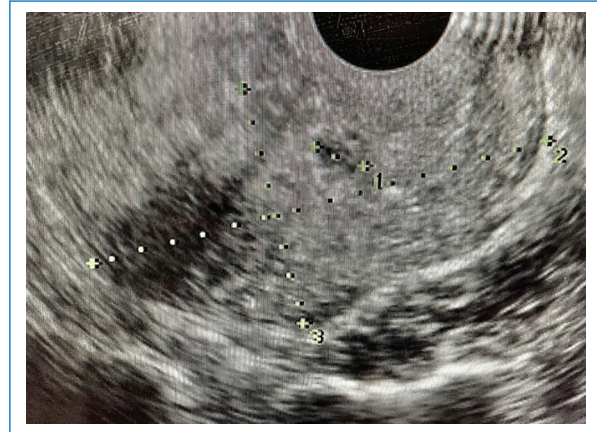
Ultrasonido a las 3 semanas.
